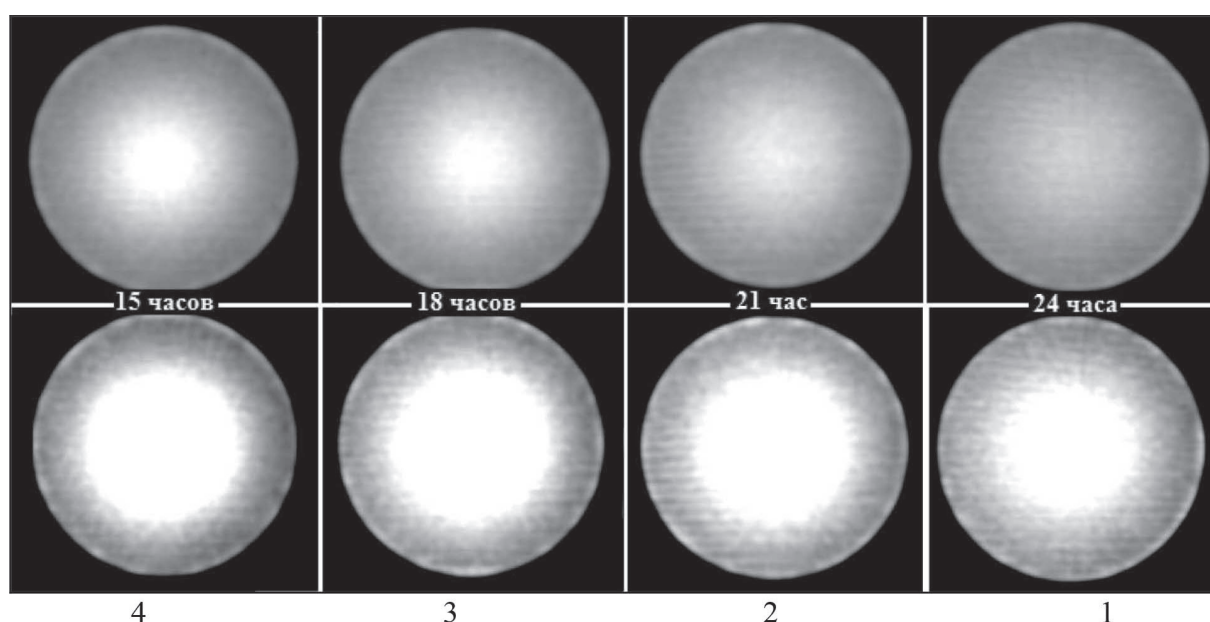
Компьютерные томограммы двухкомпонентной физической модели: верхний ряд – WL40, WW380; нижний ряд – WL40, WW167; 1, 2, 3, 4 – стаканы
